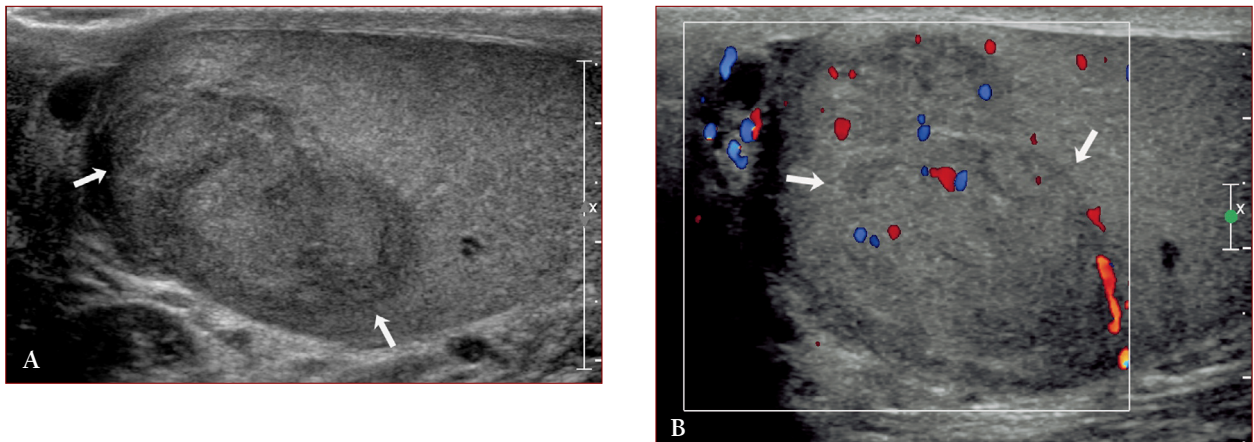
Tumore del testicolo. Il paziente era stato sottoposto ad un trattamento antibiotico per un dolore acuto insorto alcuni giorni prima. L'ecografia aveva dimostrato la presenza di una lesione focale del testicolo (freccie), senza alterazione dell'epididimo (A). Al color-Doppler si evidenziava l'ipervascolarizzazione della lesione focale (B). Il successivo intervento ha confermato la diagnosi di seminoma.
